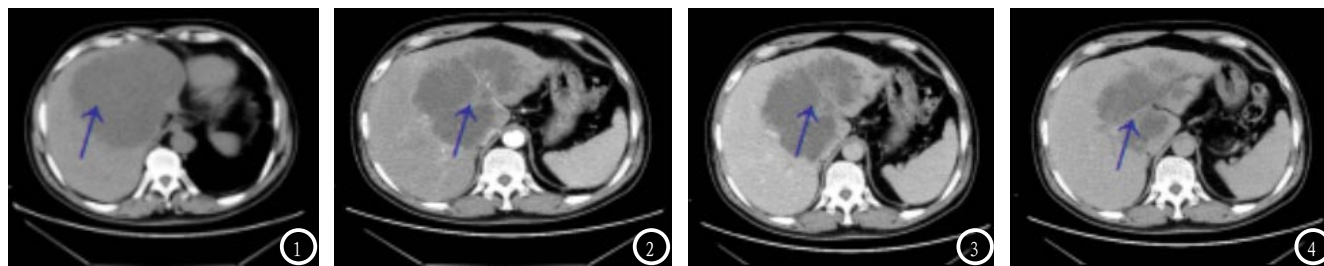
CT平扫横断面显示肝左叶一巨大占位(→); 图2 CT动脉期横断面图像, 病灶呈均匀高密度影(→); 图3-4 CT静脉期及延迟期呈轻度持续强化(→)。
